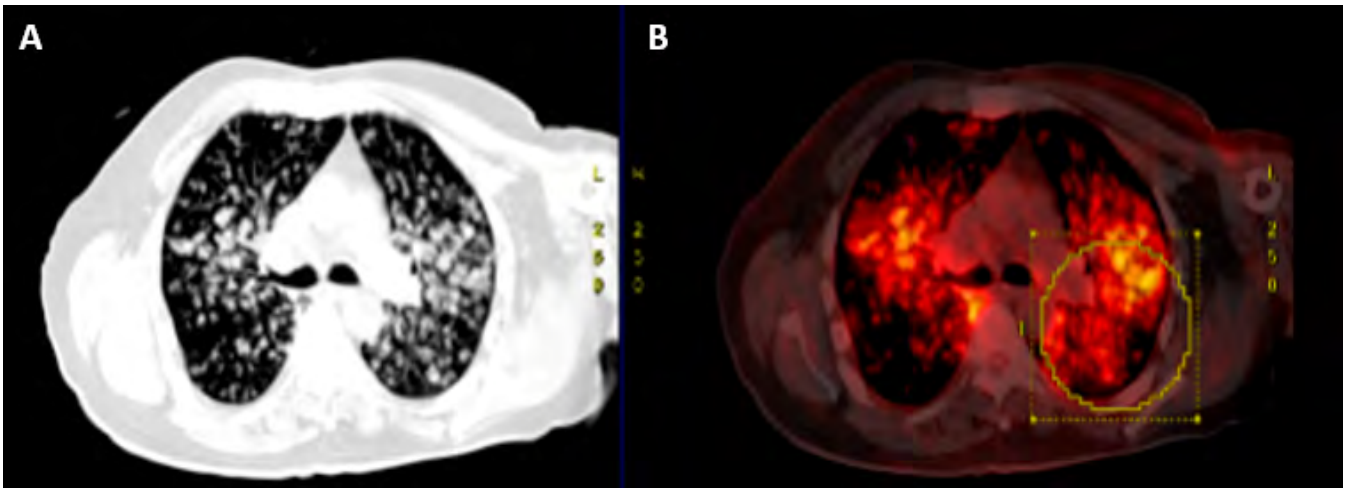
A) PET/TC donde se identifican numerosos micronódulos bilaterales dispersos de distribución difusa y adenopatías en múltiples compartimentos mediastínicos. B) 18F-FDG PET/TC en el que se identifican innumerables micronódulos pulmonares bilaterales con metabolismo patológico (SUVmáx: 7,52).
